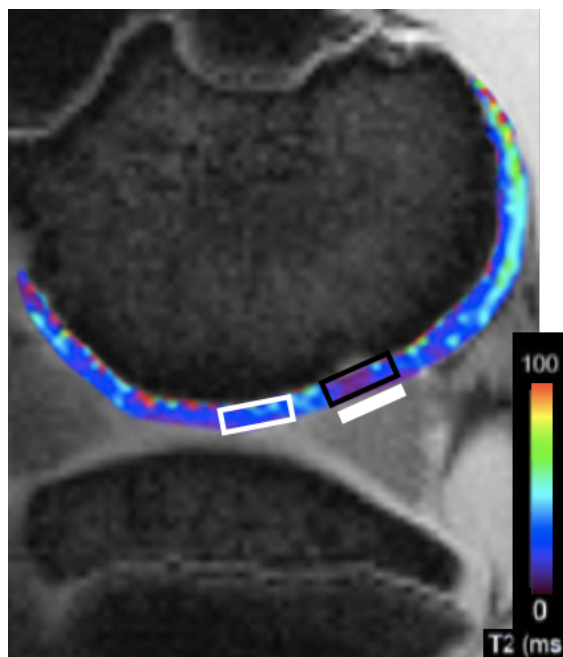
Imagem de ressonância com corte sagital de joelho de porco e mapeamento T2 da topografia da cartilagem articular, mostrando áreas de interesse demarcadas em um mesmo corte. Retângulo vazado de borda preta: área de defeito da cartilagem. Retângulo vazado de borda branca: área de cartilagem adjacente. (Barra branca = 6 mm)
